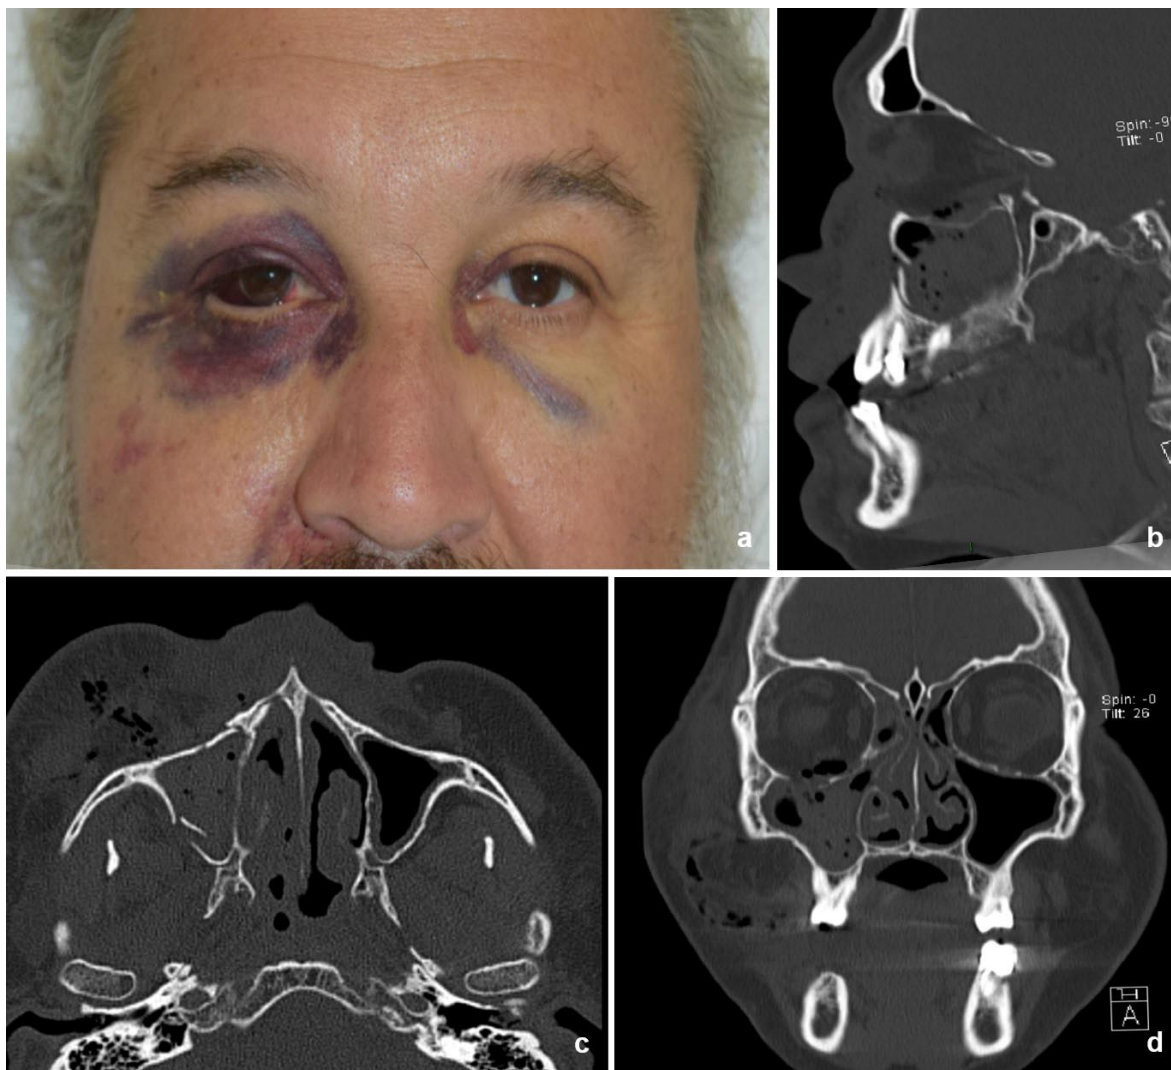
Visión preoperatoria del paciente. Vista clínica (a) se observa equimosis periorbitaria bilateral con hemorragia subconjuntival del ojo del lado izquierdo. Tomografía axial computarizada se observa rasgos de fractura pared anterior de seno y piso de órbita junto con enfisema en cortes sagital (b), axial (c) y coronal (d).
